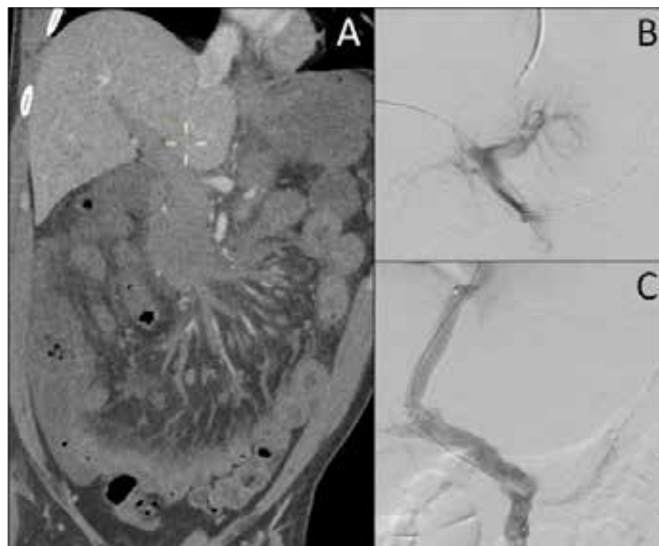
Akut utbredd trombos i vena porta och vena mesenterica superior med tarmväggsödem på datortomografi (A). Venogram före (B) och efter transjugulär trombektomi och transjugulär intrahepatisk portosystemisk shunt i samma patient.
